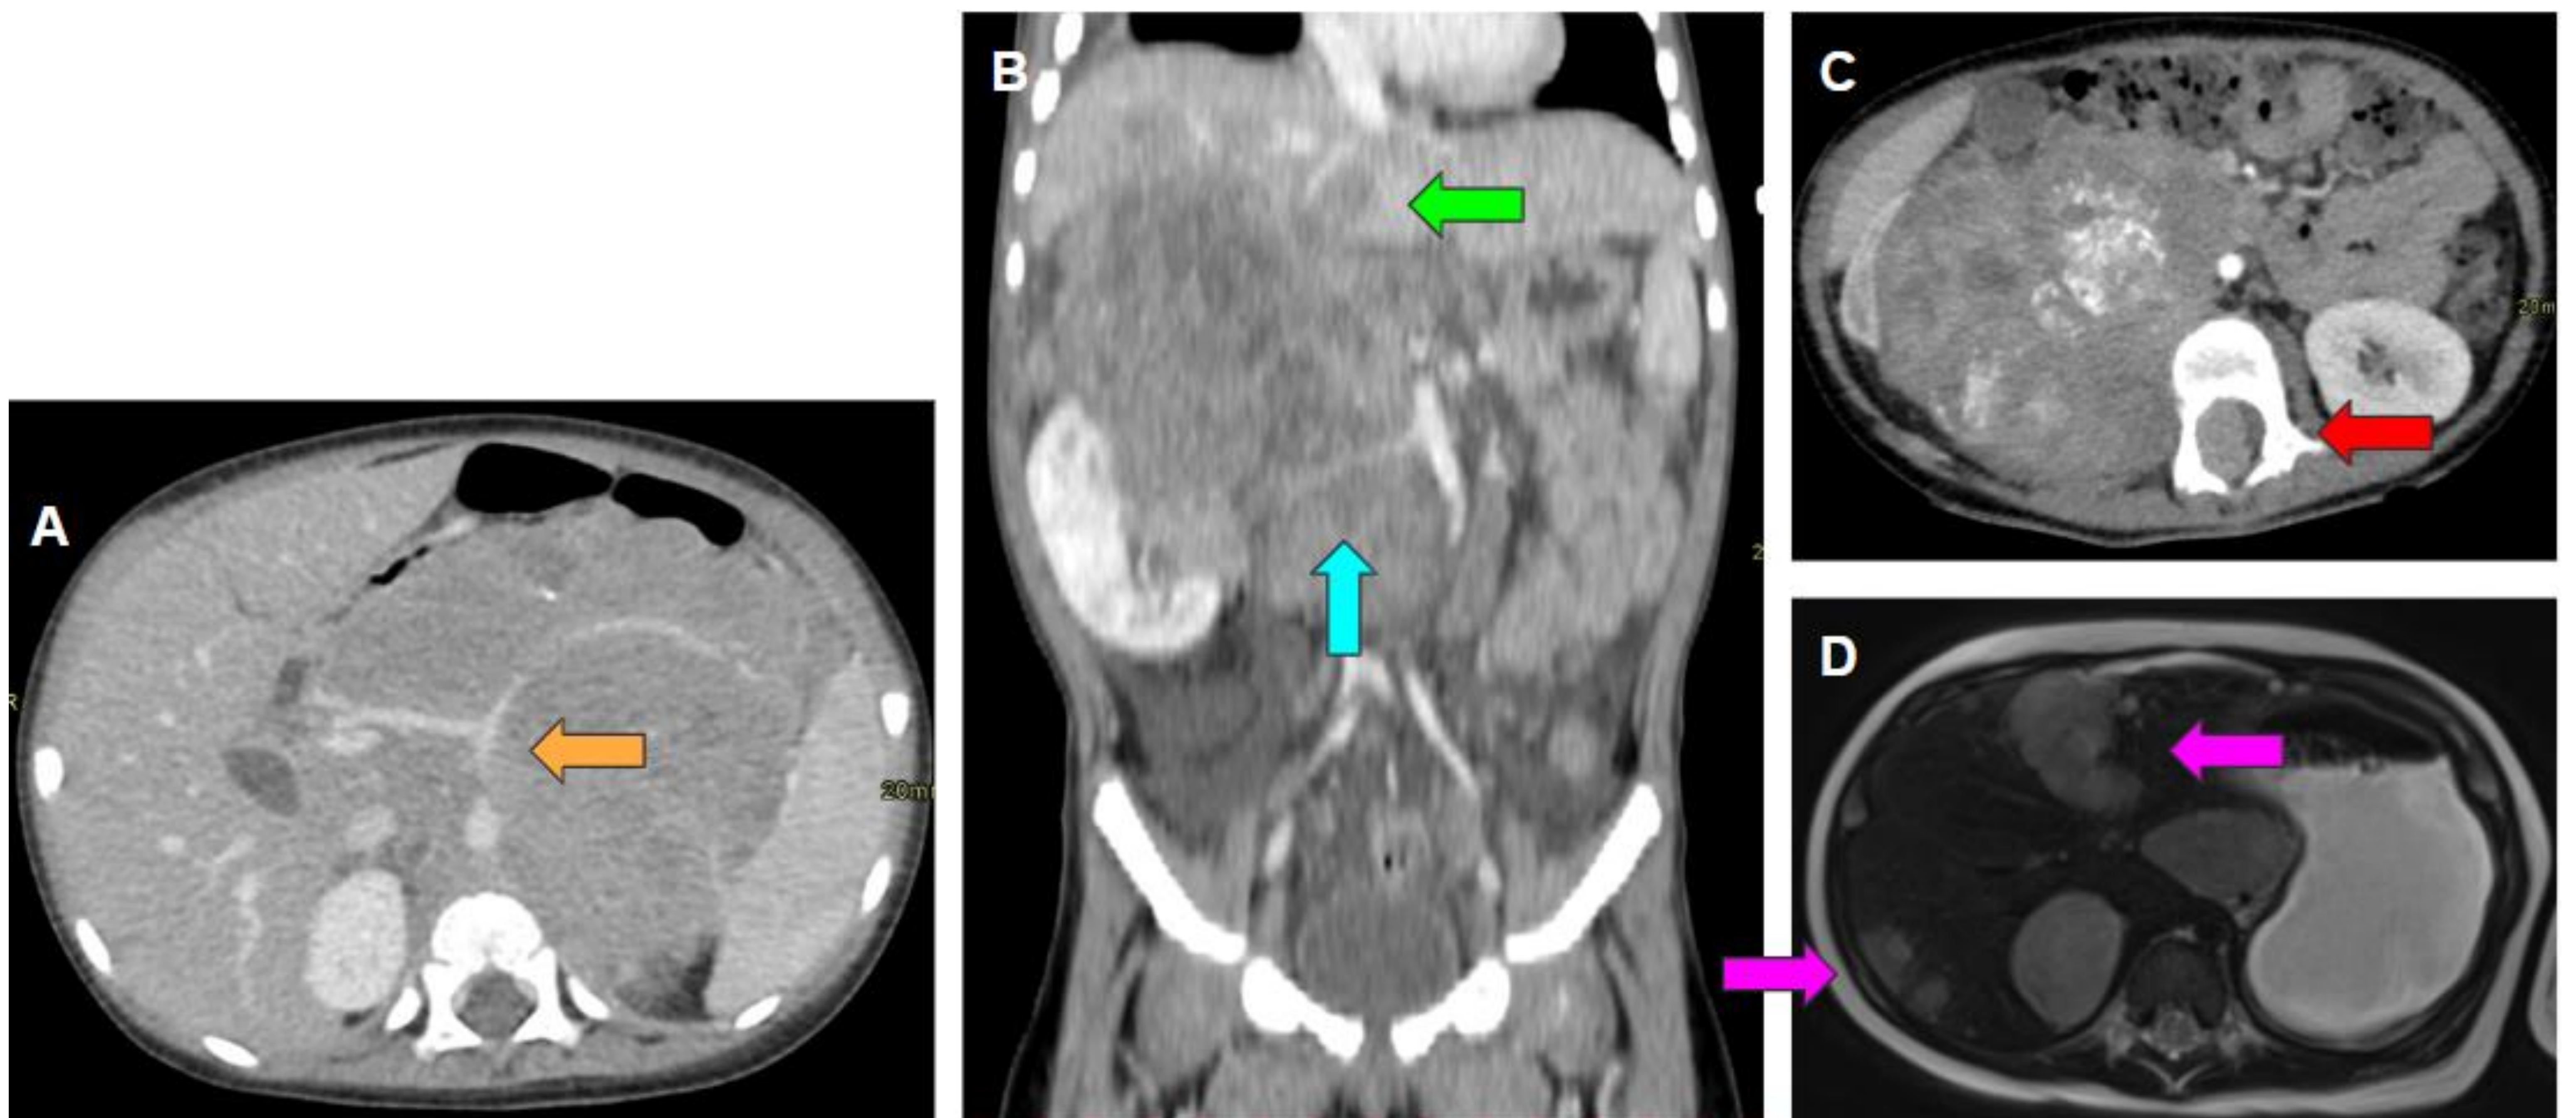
A, B y C. TC abdominal axial con contraste endovenoso. A. Masa prevertebral que engloba la aorta abdominal y el tronco celiaco desplazándolas anteriormente (flecha naranja). B. Masa retroperitoneal heterogénea que invade hígado (flecha verde) e hilio renal derecho englobando la arteria renal derecha (flecha azul), la vena cava inferior y la aorta abdominal. C. Masa paravertebral derecha heterogénea con calificaciones que invade el canal medular (flecha roja). D. RM axial T2 que muestra una lesión suprarrenal derecha con múltiples metástasis hepáticas (flechas rosas). Todos ellos son criterios IDRF.
